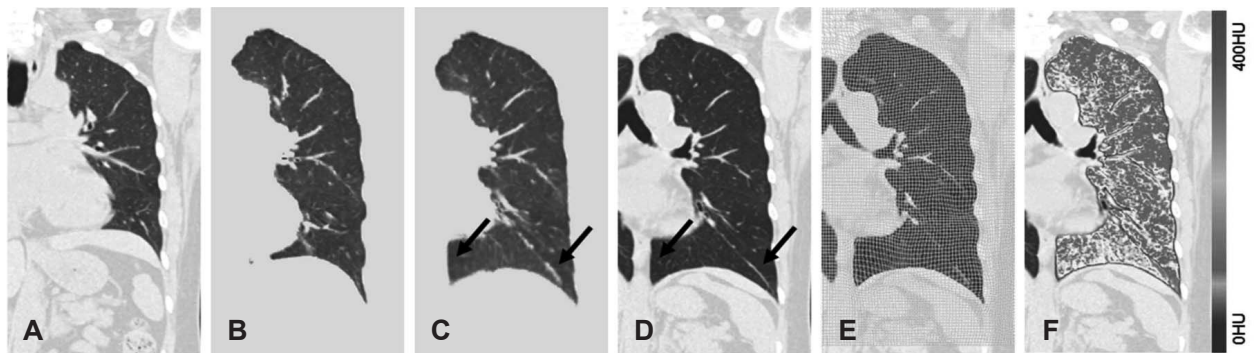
Deformable lung registration between end-exhale and end-inhale CT scans (9). (A) end of the expiration (Ex), (B) affine transformed Ex, (C) deformed Ex, (D) end of the inspiration, (E) deformation field, and (F) color-coded subtraction image.
